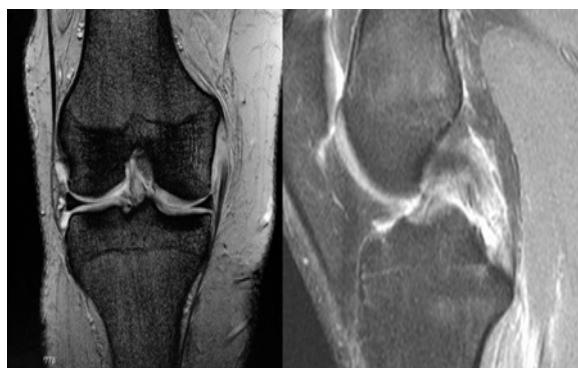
МРТ картина разрыва коленного сустава у пациентки А
